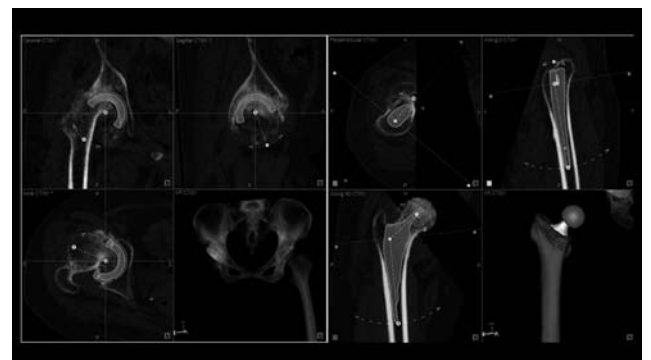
CT 画像ベースのナビゲーションシステムによる人工股関節の術前計画
